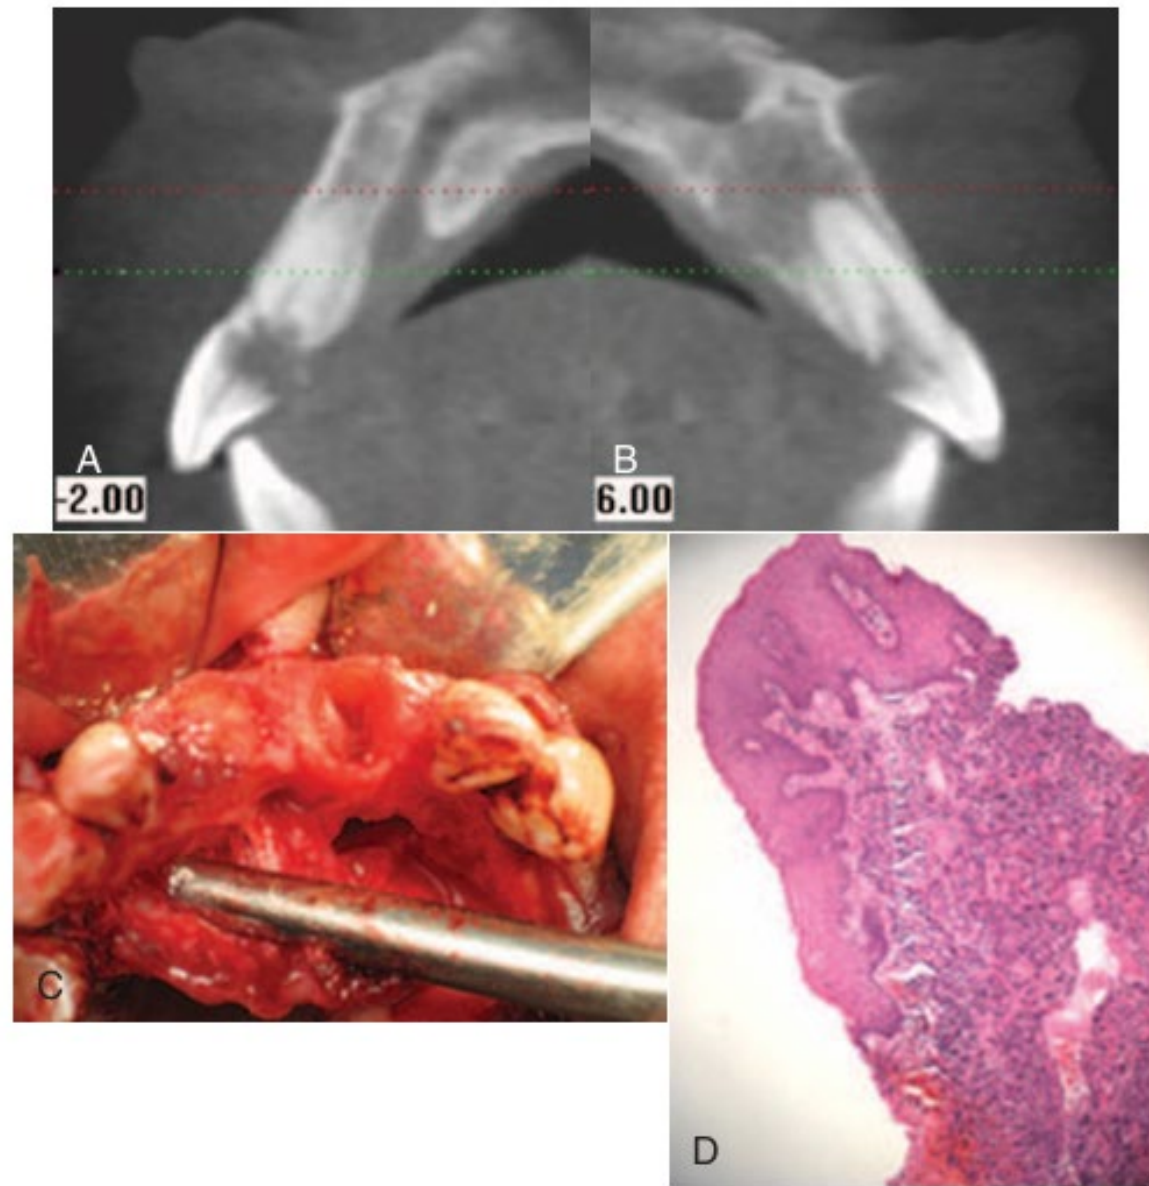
(A–B) CT scans reveal severe cervical root resorption of maxillary central incisors and periapical abscess. (C) Crowns fractured because of resorption. (D) Biopsy of soft tissue from resorption.
